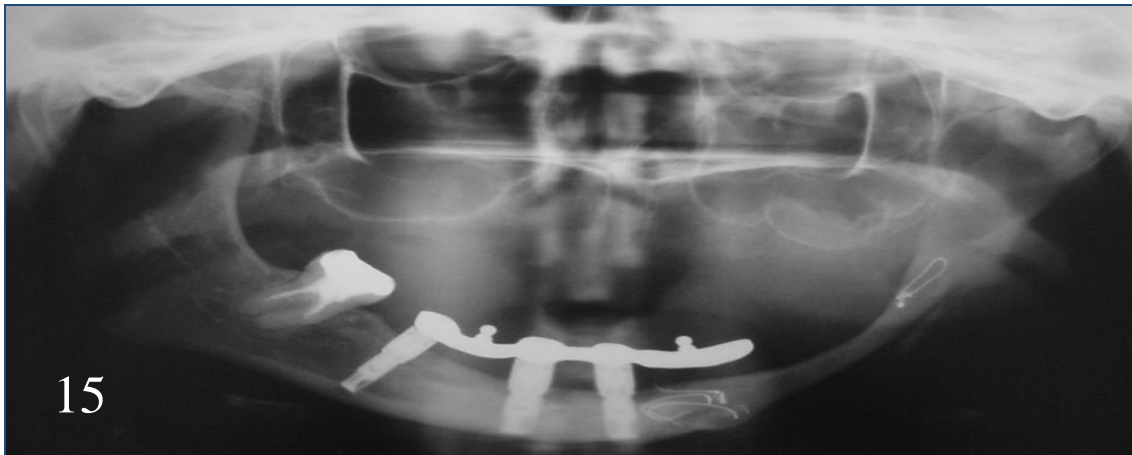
Radiografia panorâmica exibindo os implantes fixados no remanescente mandibular, ocupando toda a altura da mandíbula (10mm). Observar que a área de enxerto livre de crista ilíaca foi útil para a reconstrução do contorno facial, porém não permitiu a fixação de implantes.
